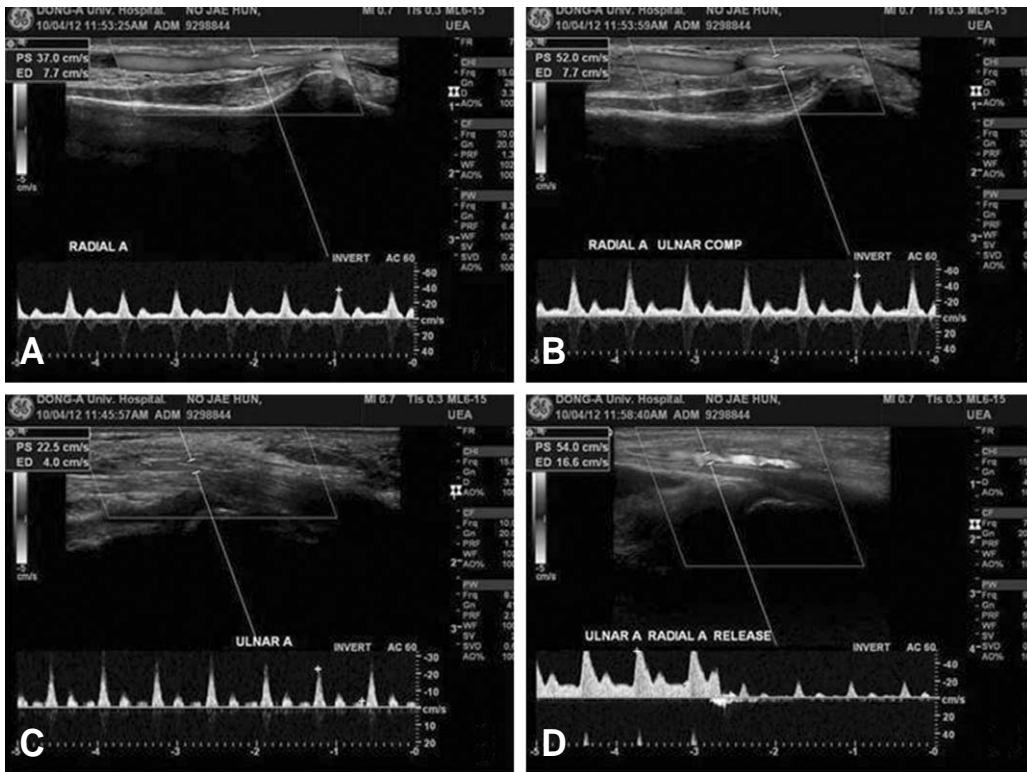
Doppler ultrasound waveform in power Doppler mode shows normal amplitude wave form of the radial (A) and ulnar artery (C) without any compression. Doppler ultrasound waveform in power Doppler mode of the radial artery demonstrates the increased flow amplitude during ulnar artery compression (B). Doppler ultrasound waveform in power Doppler mode of the ulnar artery demonstrates the increased resistance during radial artery compression and the decreased flow after radial artery release significantly (D).
